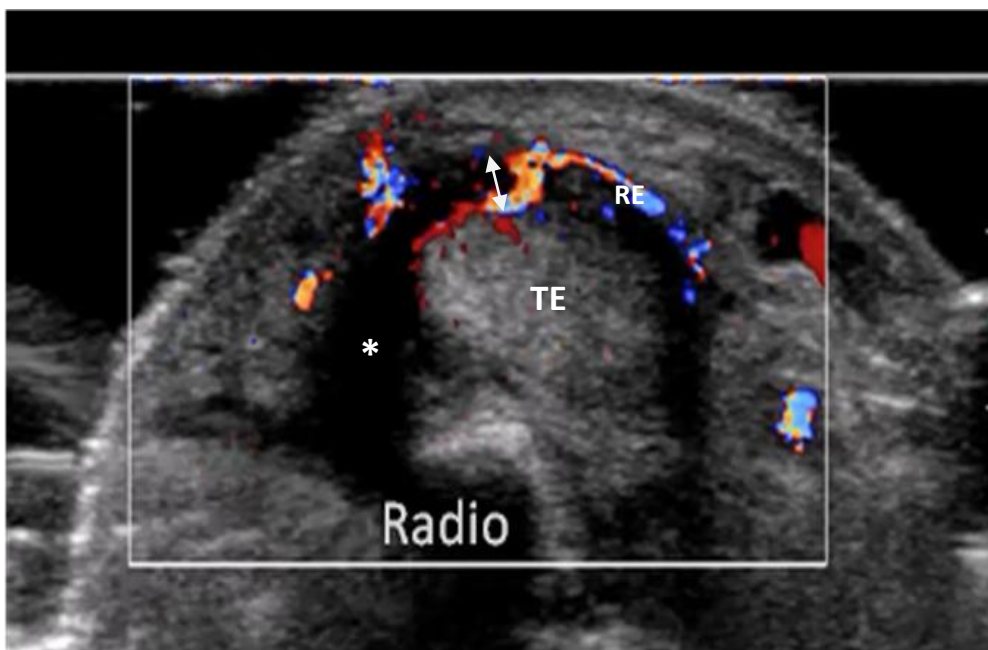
Plano transversal ecográfico en paciente con De Quervain. Se observa engrosamiento del RE con imagen de hipervascularización con Doppler de RE y tendones ECP y ALP.
